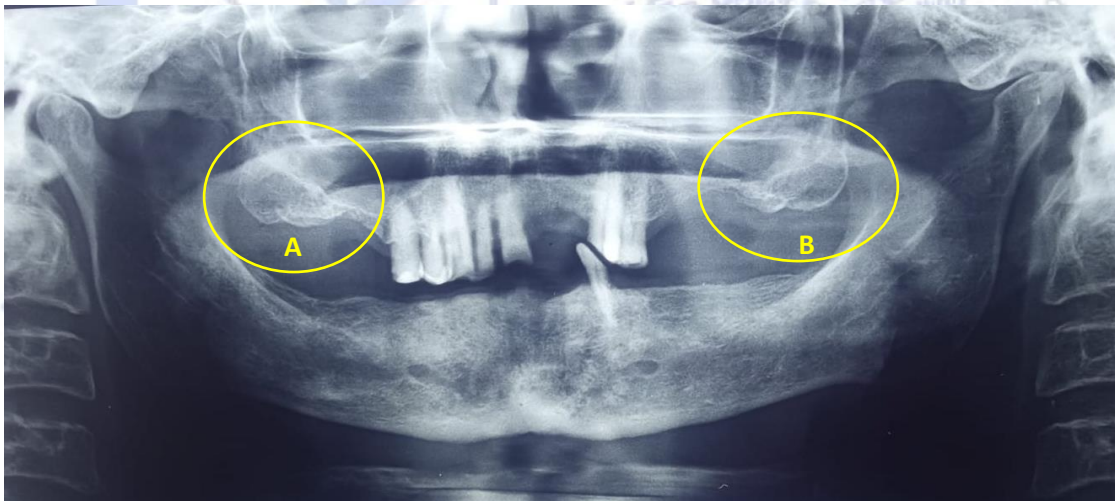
Ortopantomografía con exostosis bilateral en maxilar A y B, clasificación de exostosis: clase IV, bilateral múltiple, Fuente: Directa.
